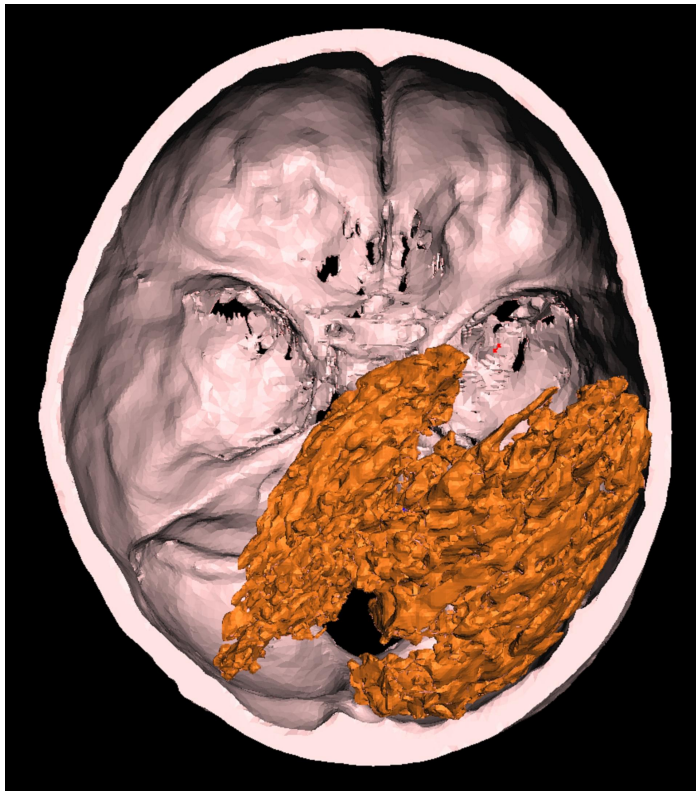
Tomografía computarizada en 3D de la sección de la base del cráneo. El remanente cerebral bilobulado (en color naranja) puede observarse en el lado derecho de la cavidad craneal posterior.
